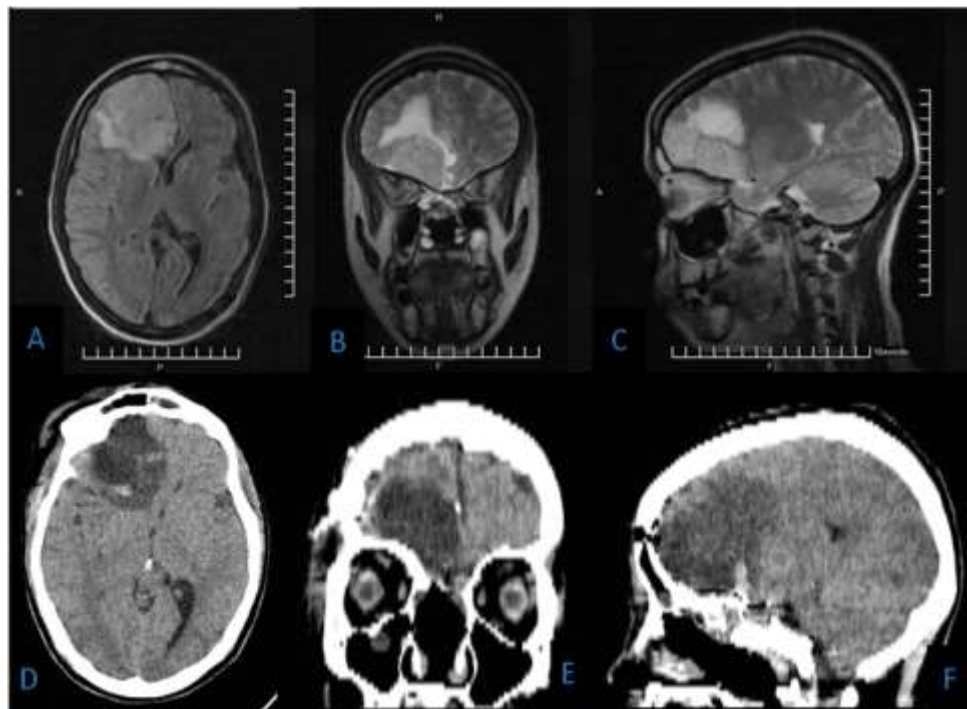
Remanente tumoral a los seis meses de la primera cirugía en vistas axial (A), coronal (B) y sagital (C) de RMI. TC posquirúrgica de la segunda cirugía por tratamiento KES en vistas axial (D), coronal (E) y sagital (F), con resección macroscópicamente total.
